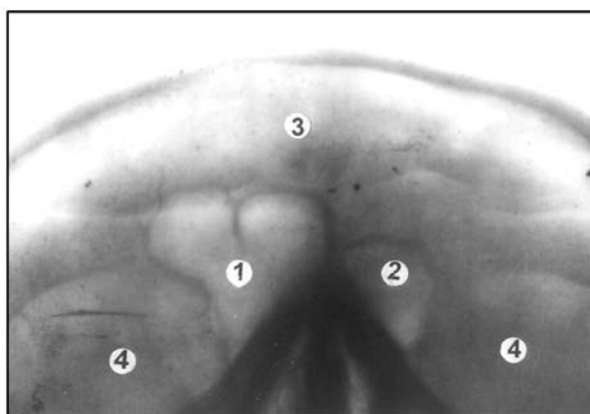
Рентгенограма голови людини зрілого віку
